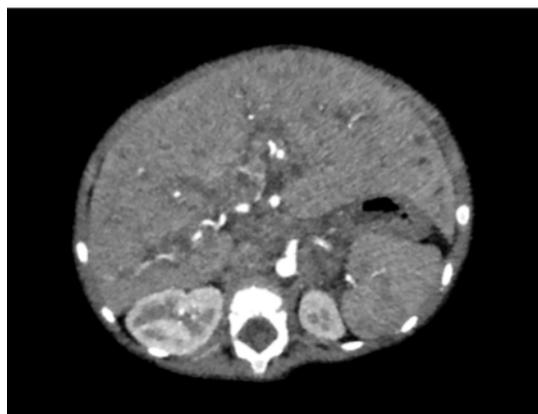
腹部 CT 检查 肝脏肿大, 肝内胆管呈大小不等的囊状、柱状扩张, 伴肝内胆管扩张, 沿肝内 Glisson 系统周围广泛异常信号
